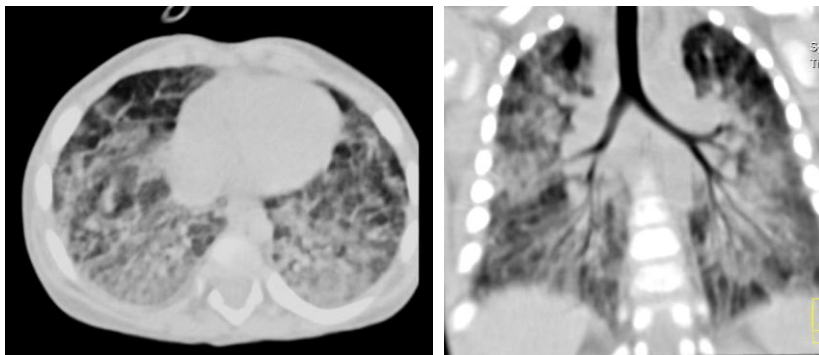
TC a toracelui: infiltrație pronunțată neomogenă a țesutului pulmonar, cu afectarea subtotală a plămânilor, mai pronunțat în regiunile posterioare și posterobazale, pe fundal de infiltrație, desenul pulmonar se diferențiază slab
